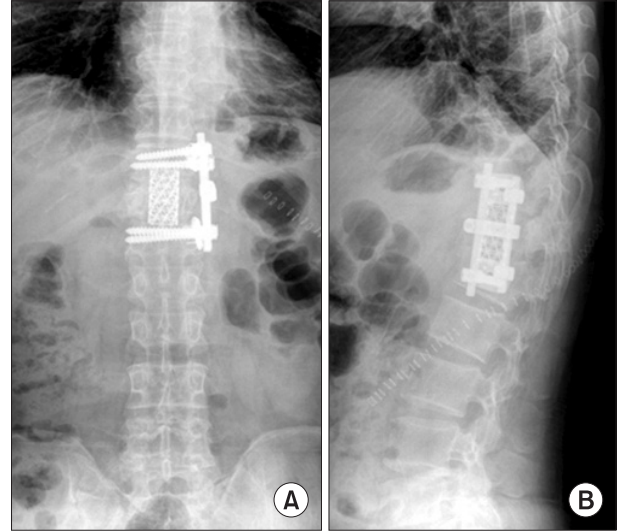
Plain anteroposterior (A) and lateral (B) radiographs taken at two weeks after the anterior operation show the state of anterior interbody fusion with a mesh cage and anterior instrumentations from T11 to L1. Thoracolumbar kyphosis was corrected from 40 degrees to 23 degrees (B).
